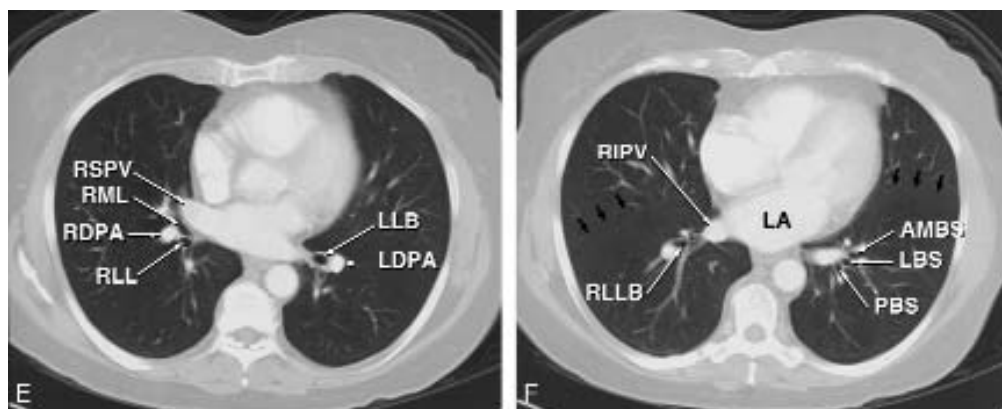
continuación E, TC axial a nivel de los bronquios del lóbulo medio y del lóbulo inferior. LPDA, arteria pulmonar descendente izquierda; RDPA, arteria pulmonar descendente derecha; RSPV, vena pulmonar superior derecha. Obsérvese la bifurcación del bronquio intermedio en los bronquios del lóbulo inferior (RLLB) y bronquio del lóbulo medio (RML) del pulmón derecho. La lingula (no se muestra en la figura) se origina del bronquio principal izquierdo ligeramente por arriba del nivel de esta sección. F, TC axial a través de los lóbulos inferiores. AMBS, bronquio del segmento basal anteromedial; LA, aurícula izquierda; LBS, bronquio del segmento basal lateral; PBS, bronquio del segmento posterior basal; RIPV, vena pulmonar inferior derecha; RLLB, bronquios del segmento basal del lóbulo inferior derecho.
